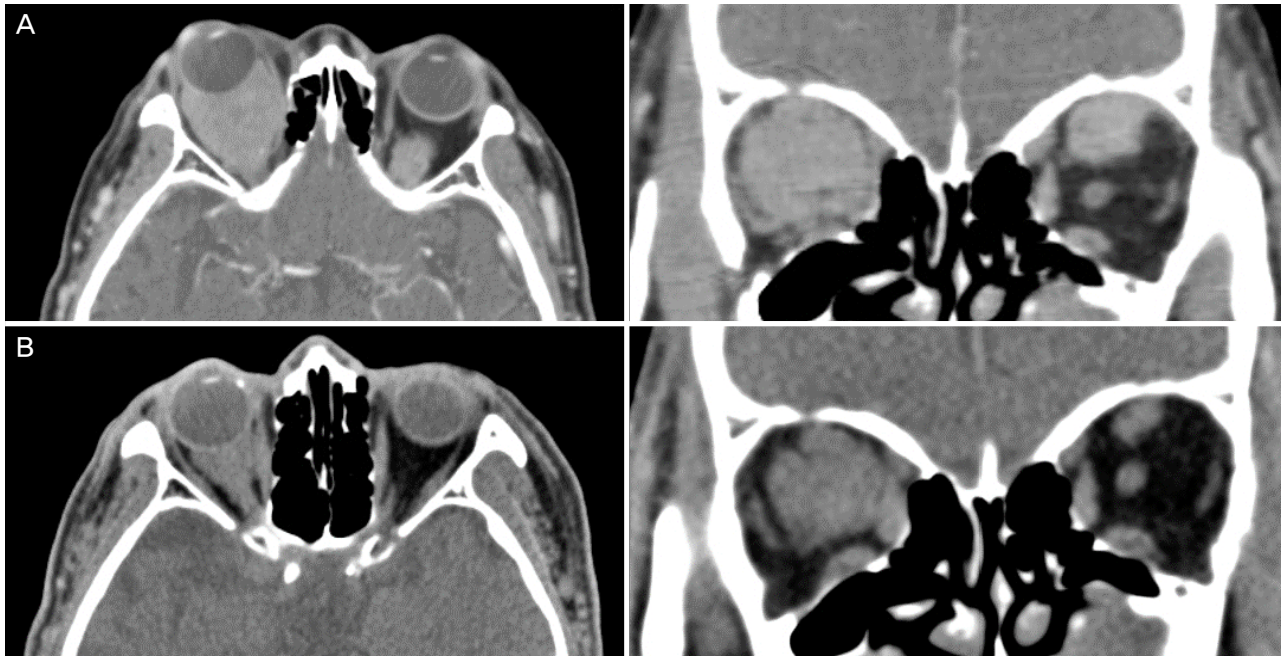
The patient's computed tomography (CT) images. (A) The axial and coronal views of the CT show approximately 3.6 cm sized homogeneously enhancing mass in the right interconal space encasing the optic nerve. Another 2.5 cm sized enhancing mass is shown in the left extraconal space with superior rectus muscle involvement. It suggests orbital lymphoma, bilateral. (B) The axial and coronal views of the CT 6 months after radiation therapy. The picture shows decreased mass size of the right orbital mass and no residual mass in the left orbit.
